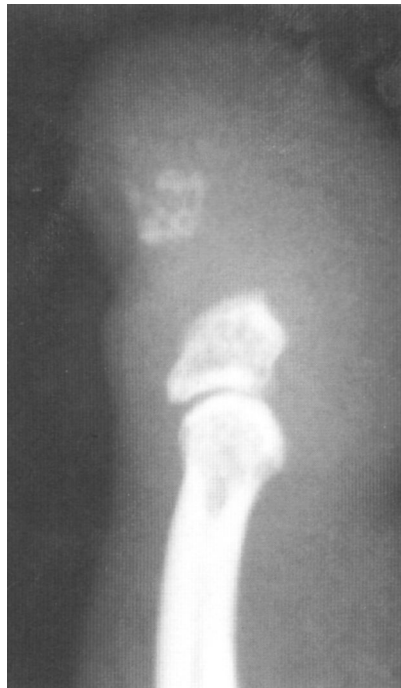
Radiografía, en visión perfil, del dedo mostrando la falangectomía parcial.
